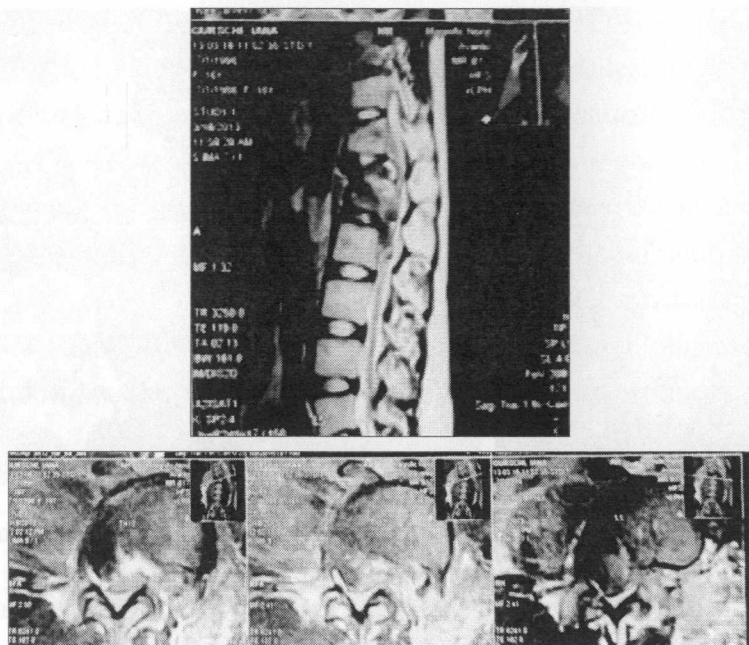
Aspectul prin RMN a fracturi-luxații.
